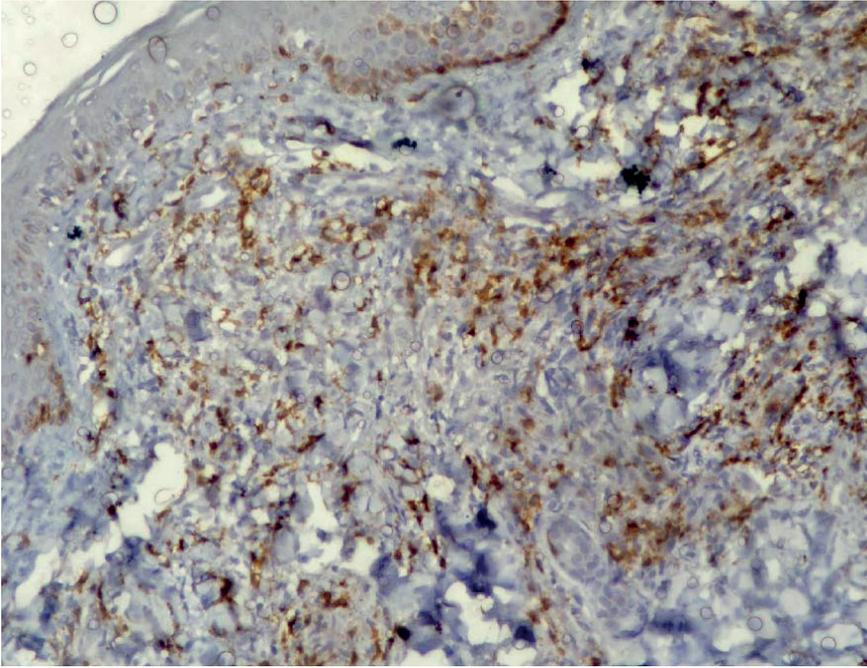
IHQ de piel afectada con grado 2 CD8+ en paciente BT.
